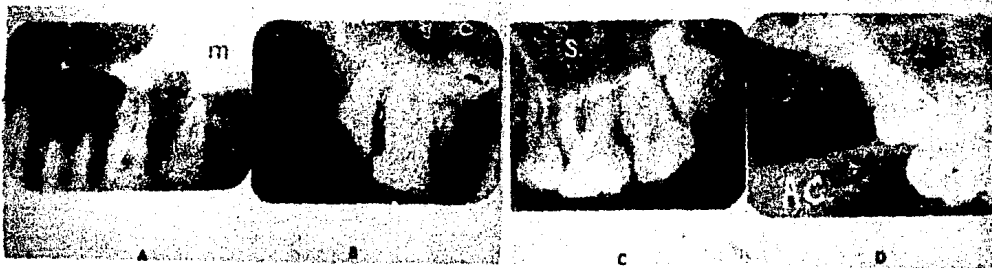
1A,B,C,D: Estudio radiografico de la region correspondiente al tercer molar superior. S, seno maxilar; m, hueso malar; a,c,apófisis coronoides; A, Seno maxilar tabicado; B, raices de tercero y primer molares; C, tercer molar en posición distoangular; D, tercer molar retenido en posición mesioangular.
